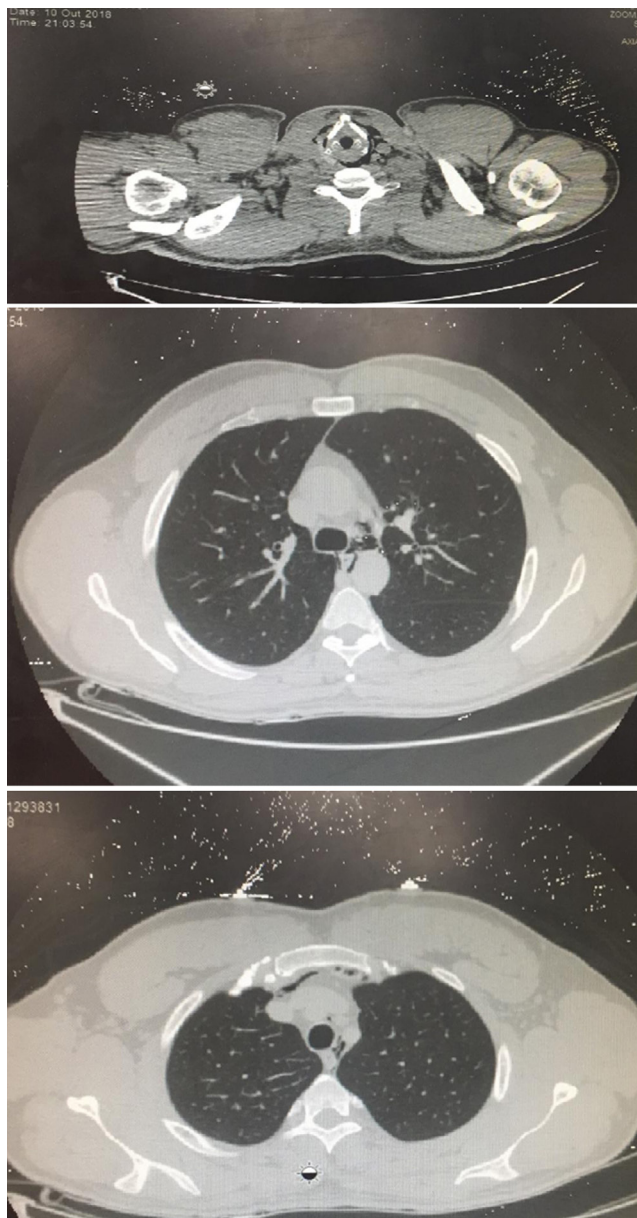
TC de pescoço (A) e tórax (B, C) demonstrando enfisema cervical e pneumomediastino.
